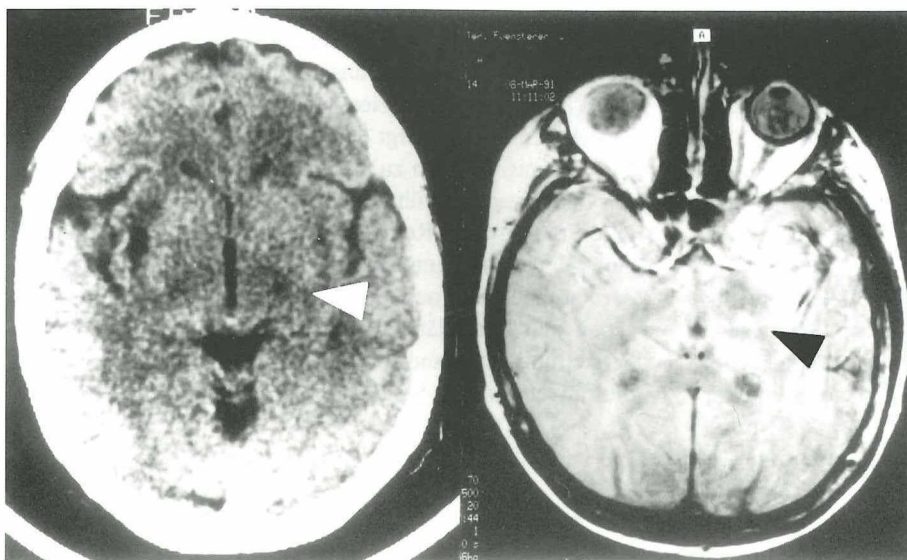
Patientin K. S. Links Computertomographie des Hirnschädels: Flaue hypodense Zone im lateralen Thalamus links an der Grenze zum Putamen (s. Pfeil). Rechts T1-gewichtete Magnet-Resonanz-Tomographie zwei Wochen später: Gering hyperintense Läsion des posterolateralen Thalamus links (s. Pfeil)
